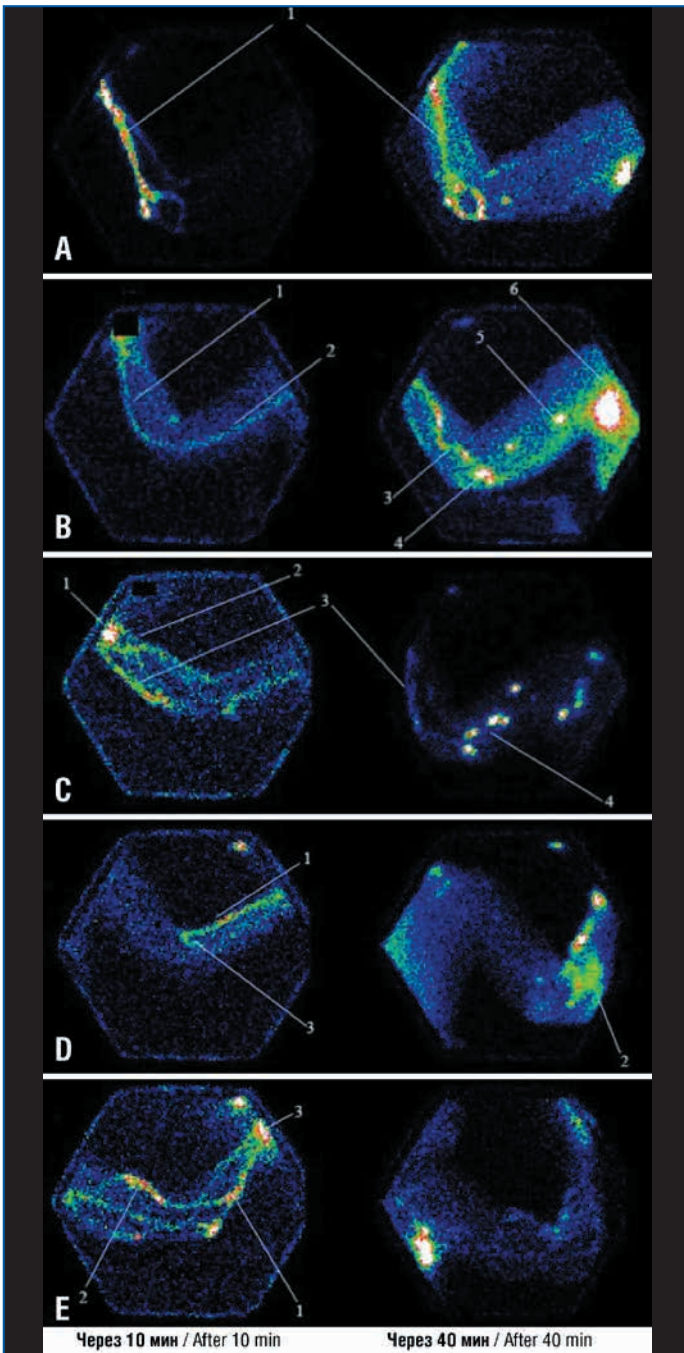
Коллекторный тип лимфооттока у больных с ПМОК по данным лимфосцинтиграфии.
